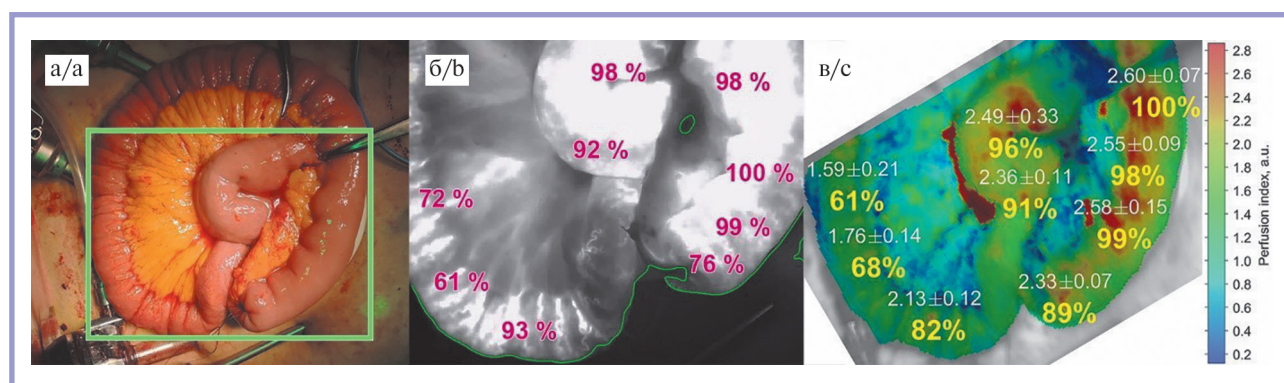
Интраоперационная фотография экстракорпорального этапа реконструкции по Ру после лапароскопической тотальной гастрэктомии и количественная оценка перфузии с использованием ICG флуоресцентной системы (SPY) и фотоплетизмографии. Контрольная точка — «до анастомозирования».
